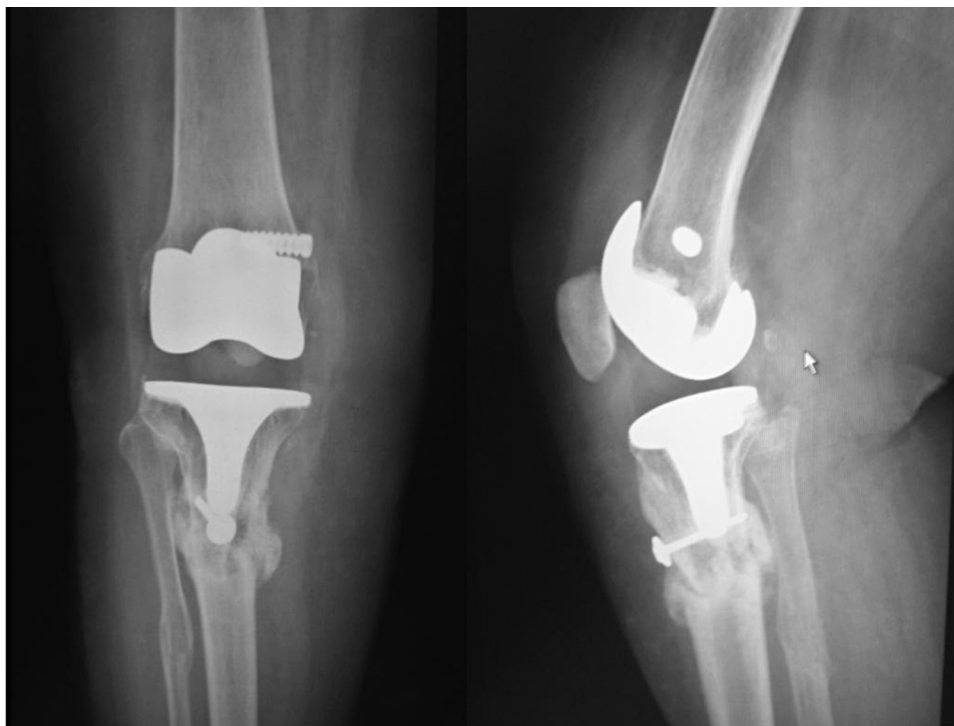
Radiografias de frente e de perfil que mostram fratura periprotética totalmente consolidada.
